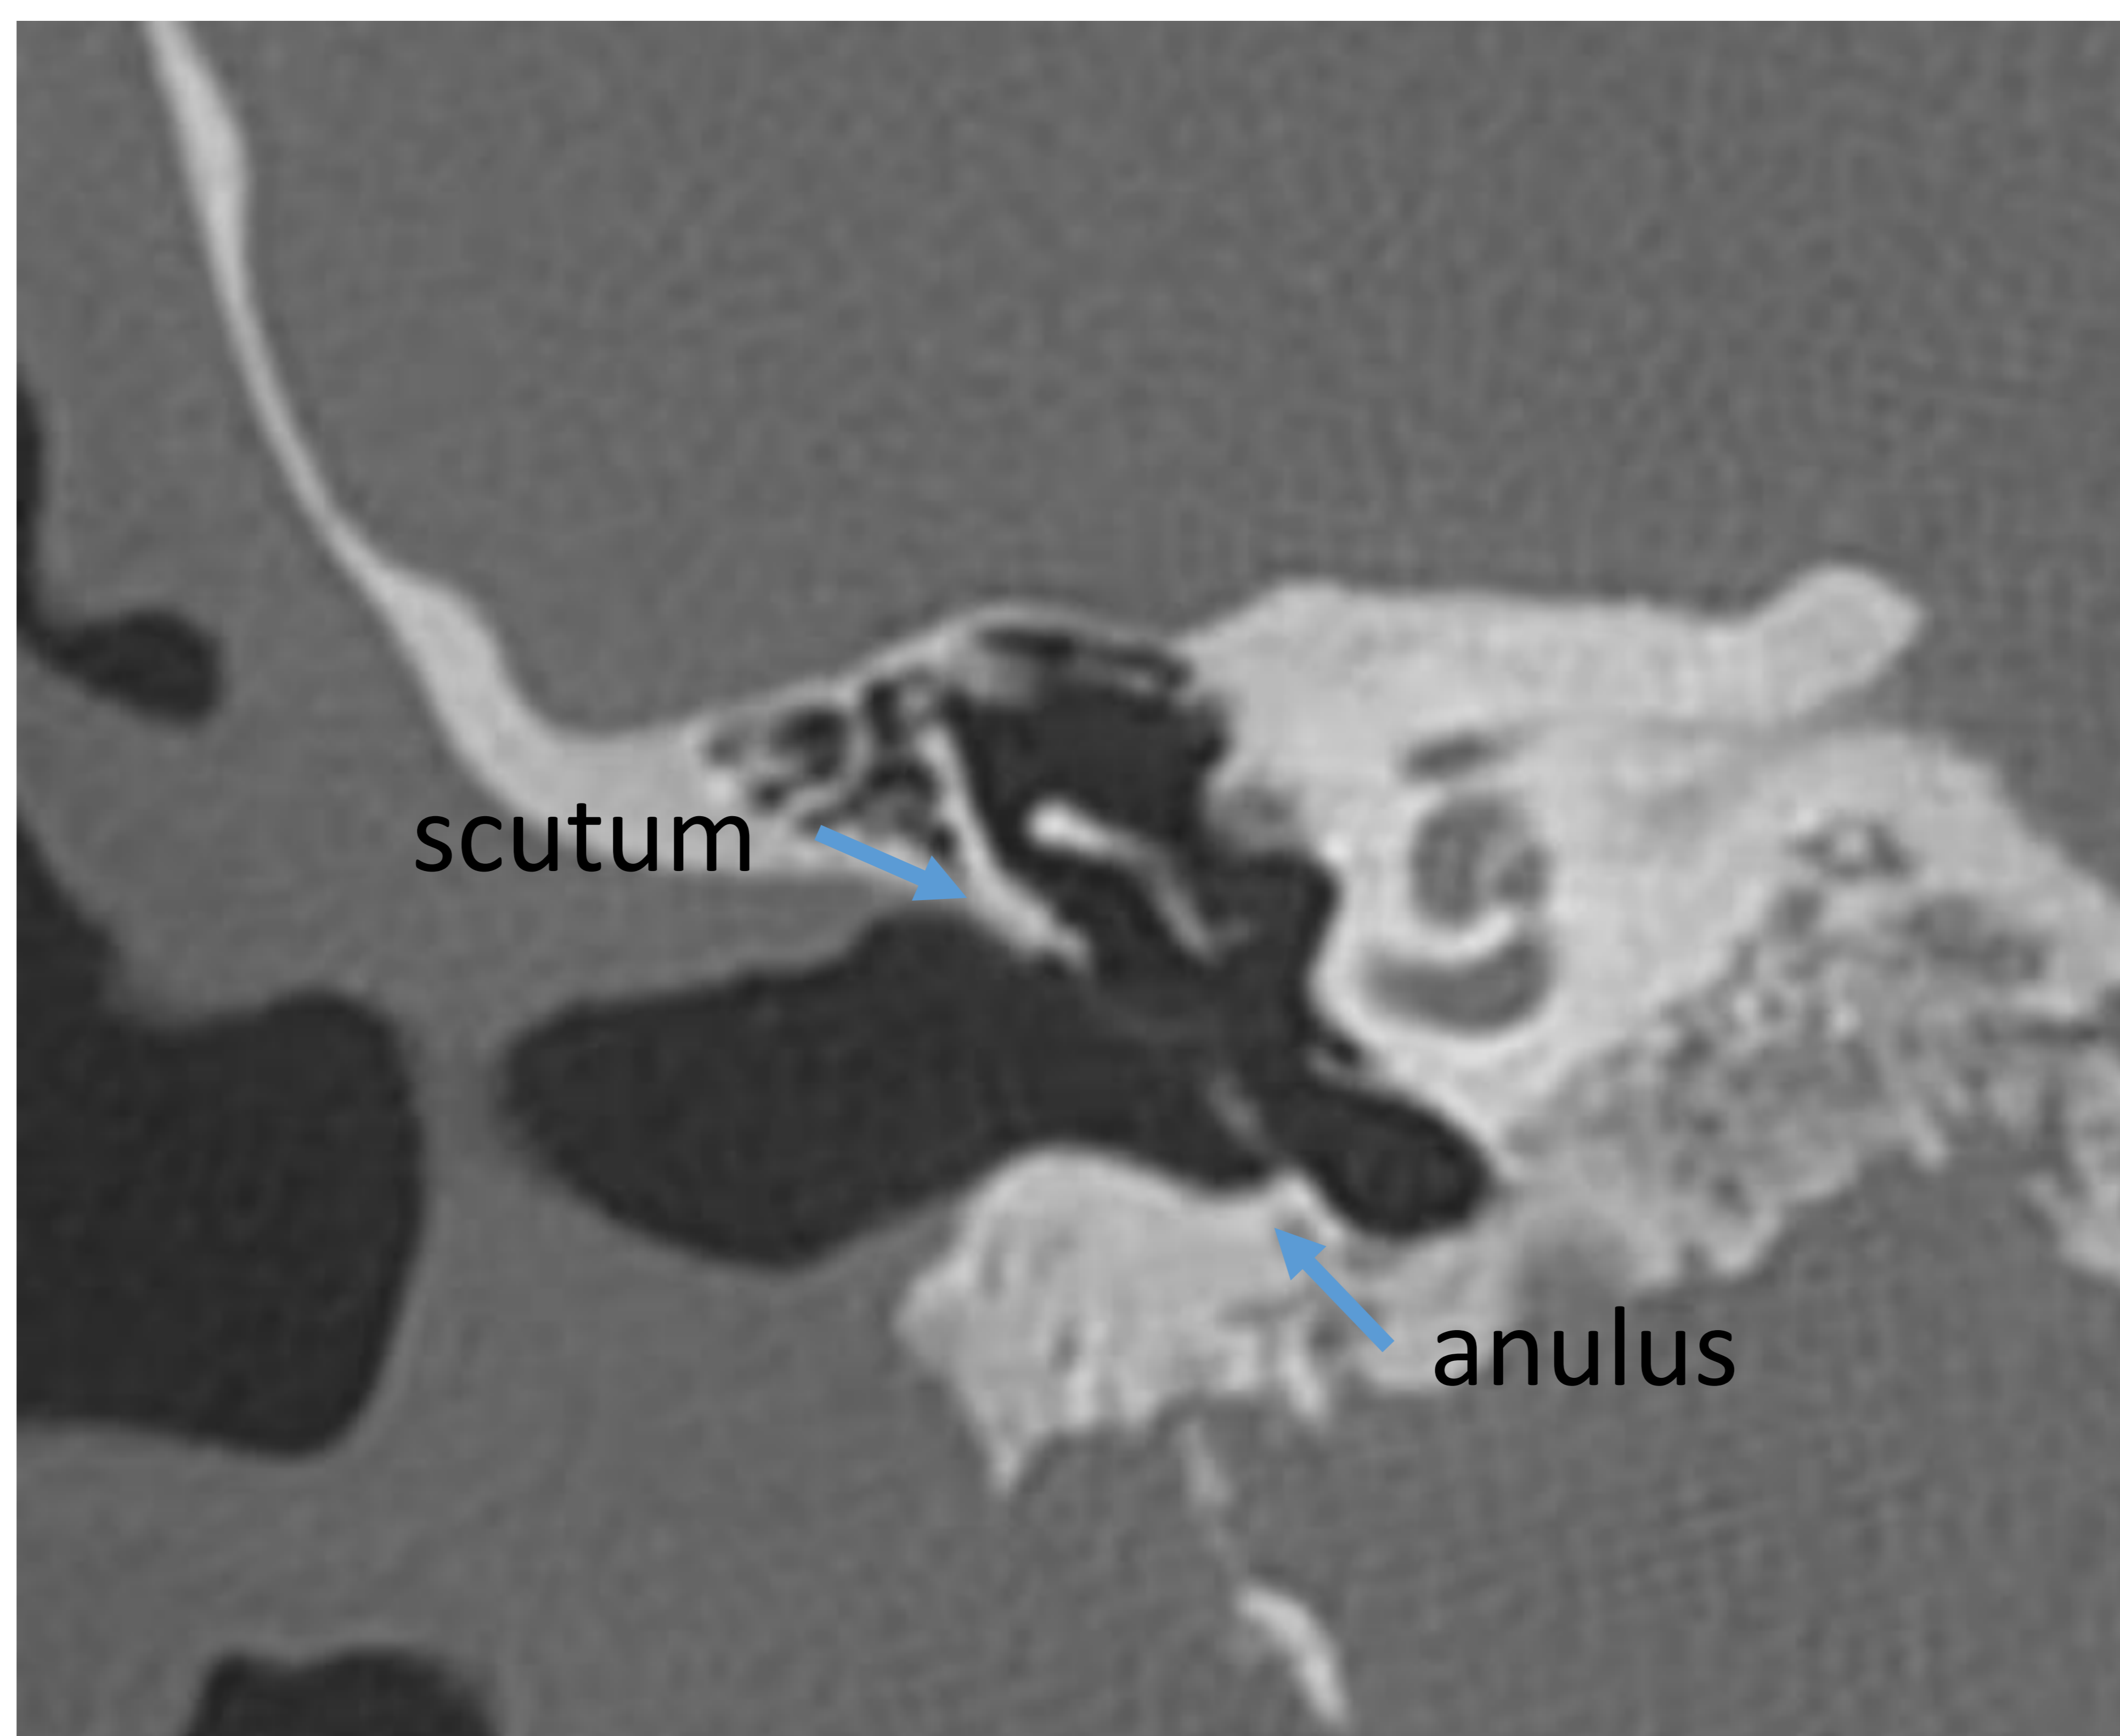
Reconstrucción coronal TC: membrana timpánica con limites sup. e inf. : scutum y anulus timpánico
